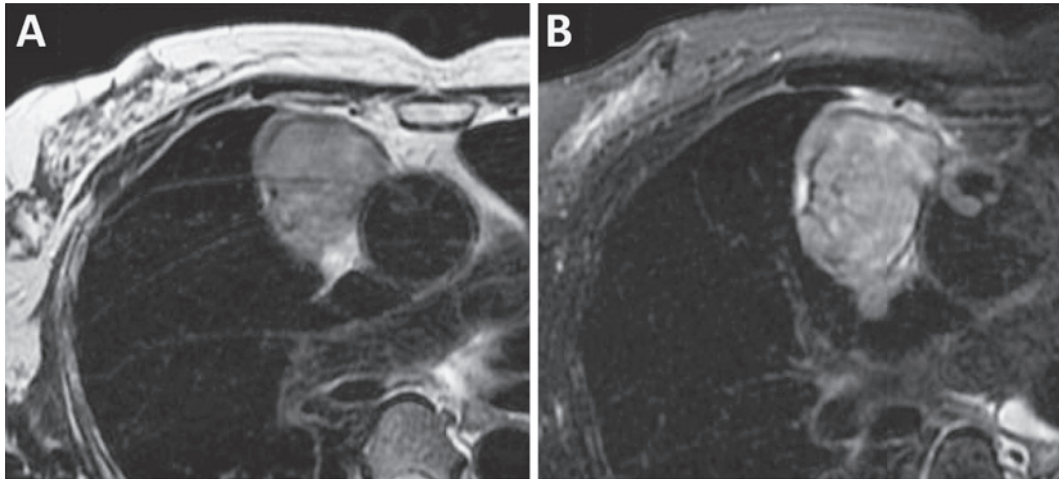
A chest enhanced MRI scan showing a mass in which the T1 signal was higher than that in the muscle (A). Within the mass, there were some structures which displayed a low T2 signal (B). The mass was heterogeneously enhanced.
